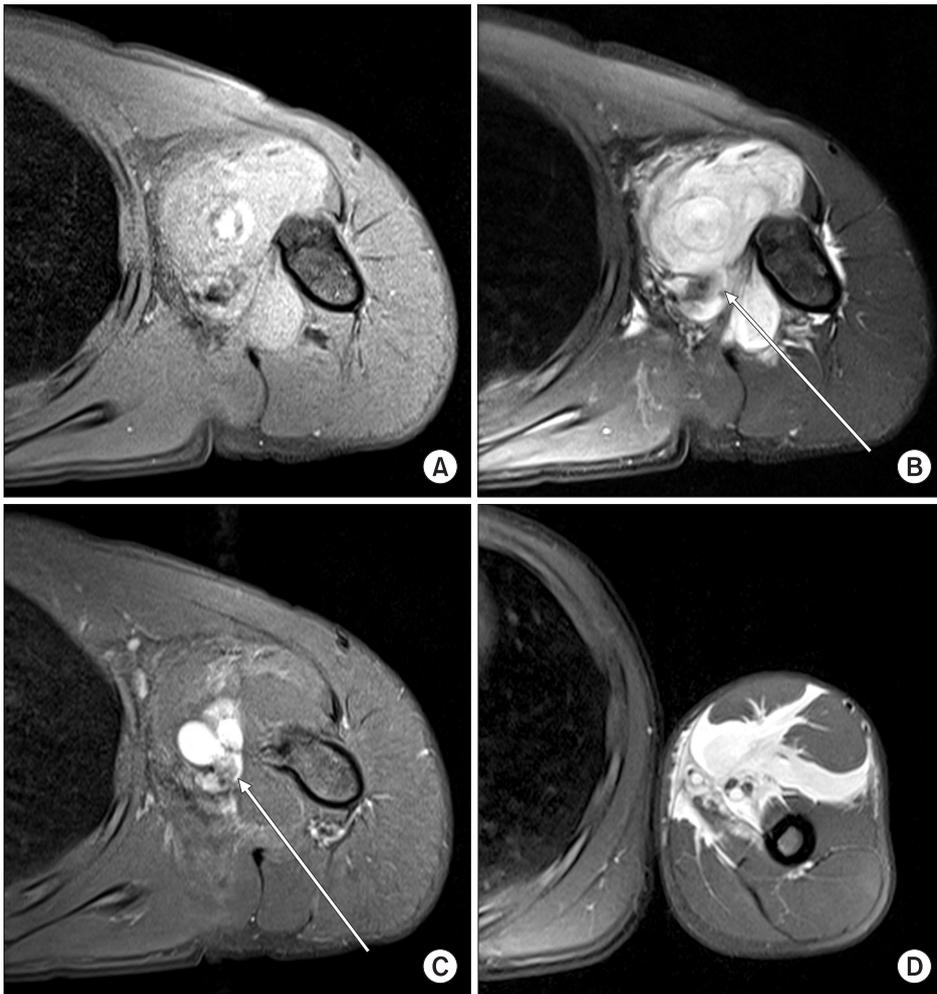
(A) The shoulder T1 and (B) T2-weighted magnetic resonance (MR) axial images demonstrate soft tissue mass. (C) Enhance T1-weighted MR axial image shows pseudoaneurysm (arrow) arising from the compressed brachial artery which demonstrate a strong enhancement. (D) T2-weighted MR shows that this soft tissue mass has high signal intensity along the intermuscular septum.
